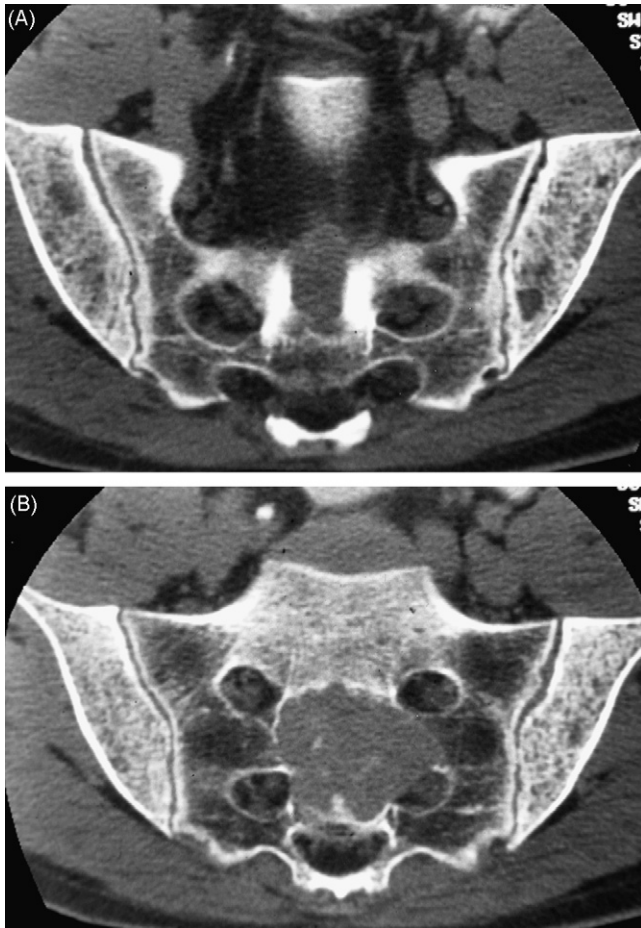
Hyperparathyroïdie primitive. A et B coupes coronales TDM. Résorption osseuse sous-chondrale et endostale des sacro-iliaques, tumeur brune du sacrum.
